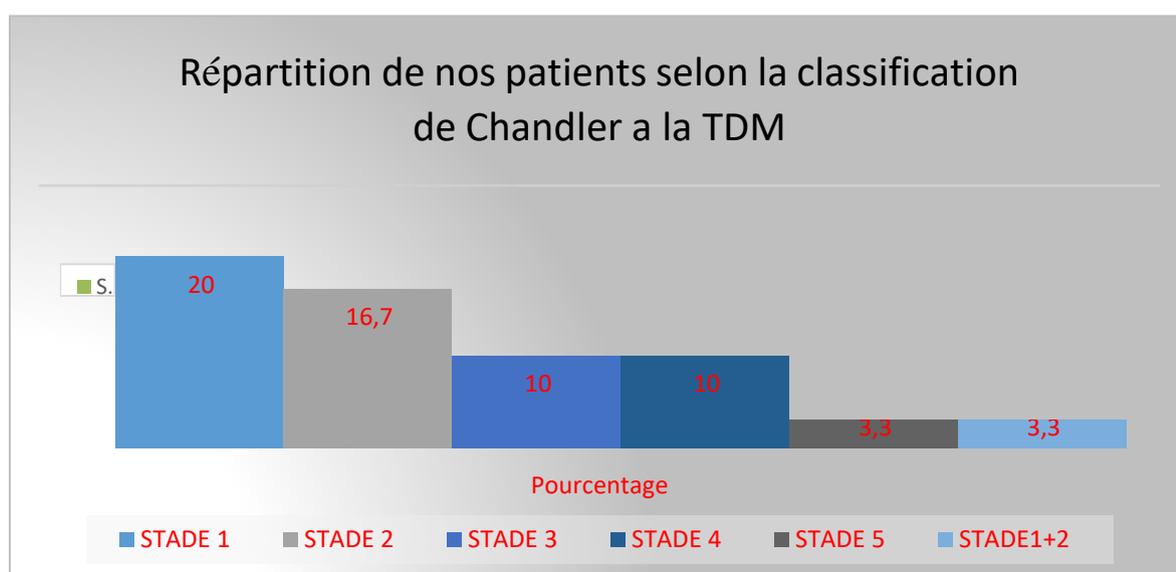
Répartition de nos patients selon la classification de Chandler a la TDM
